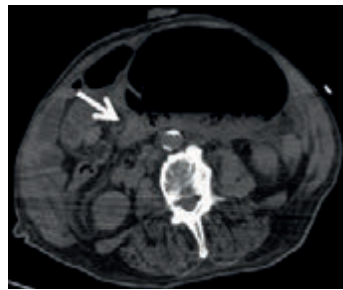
Imagem de TC sem contraste no plano axial. Cego distendido à esquerda da linha média. Sinal do bico de pássaro (seta). Pequena quantidade de líquido intraperitoneal.
